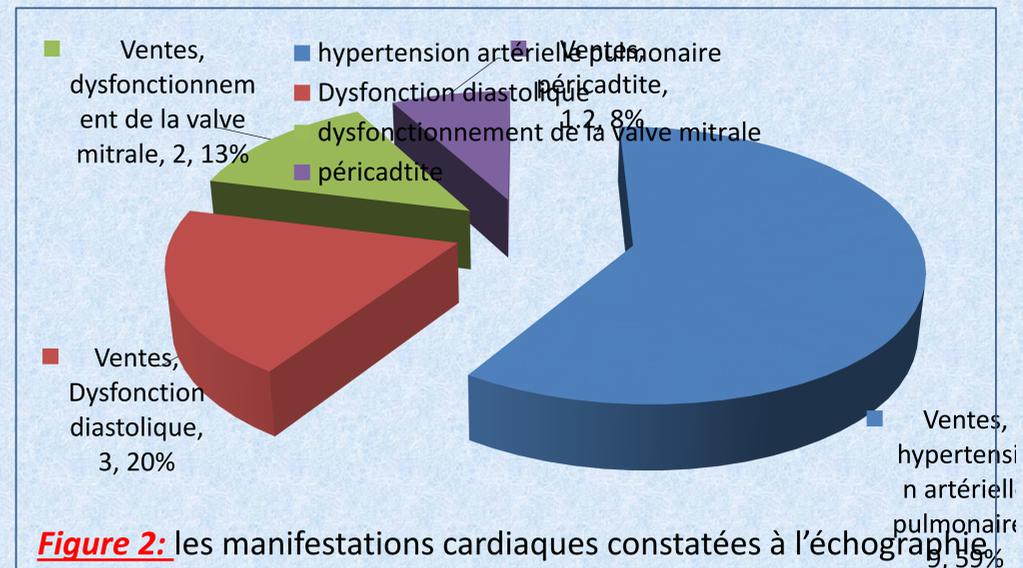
les manifestations cardiaques constatées à l'échographie
